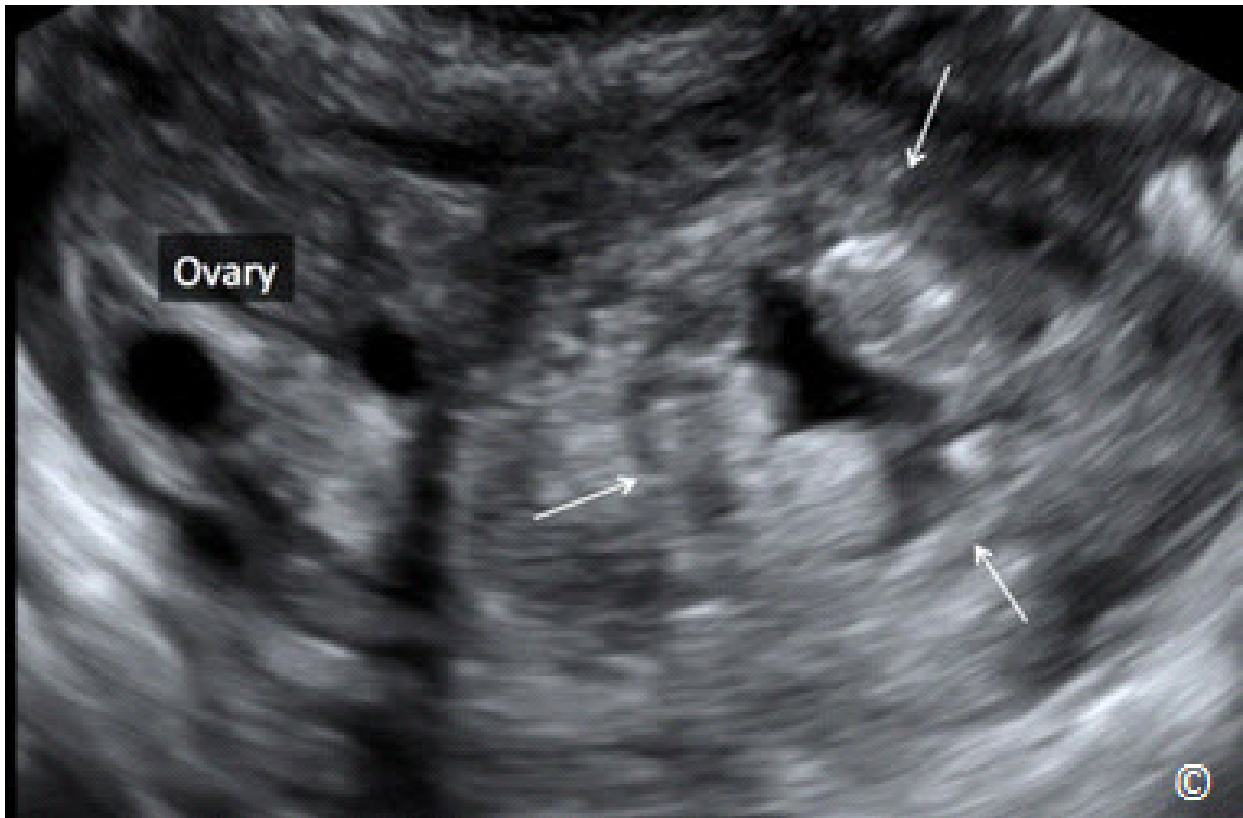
Ecografía transvaginal que muestra un embarazo ectópico tubárico (flechas). Obsérvese la separación del saco ectópico del ovario (marcado). El saco ectópico tiene bordes ecogénicos y un centro anecoico (apariciencia rosquilla).
